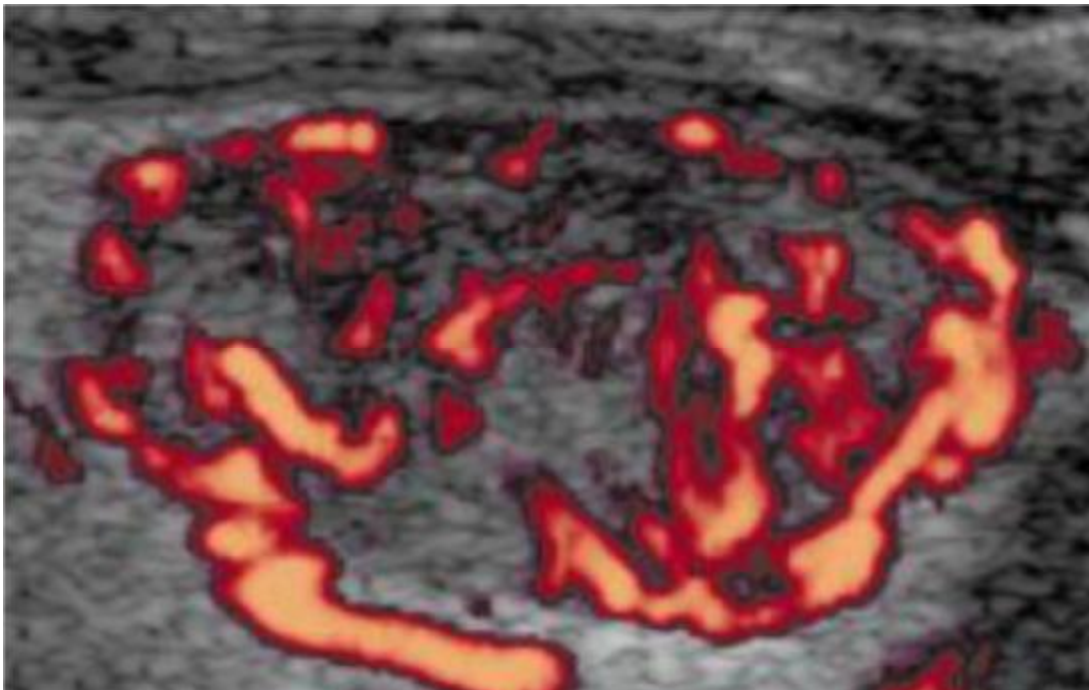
Vascularisation intranodulaire pr dominante en doppler couleur [57].
